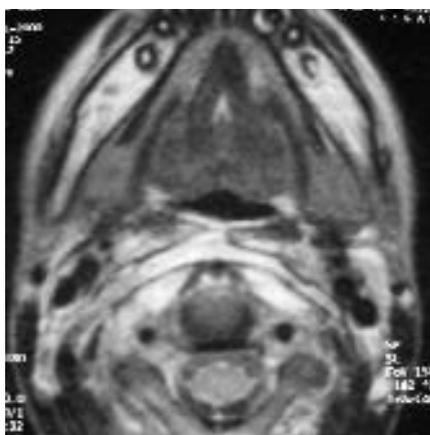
IRM cervicale (coupe axiale) en pondération T2 : disparition de la collection rétropharyngée en post opératoire
